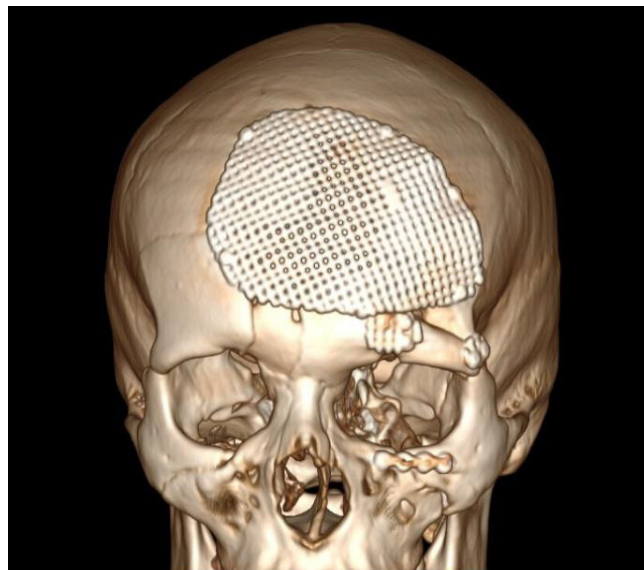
Компьютерная томография: 3D-реконструкция черепа (вид спереди). Титановая сетка в проекции дефекта лобной кости. Проведен остеосинтез отломков лобной кости, формирующих верхнюю стенку орбиты
